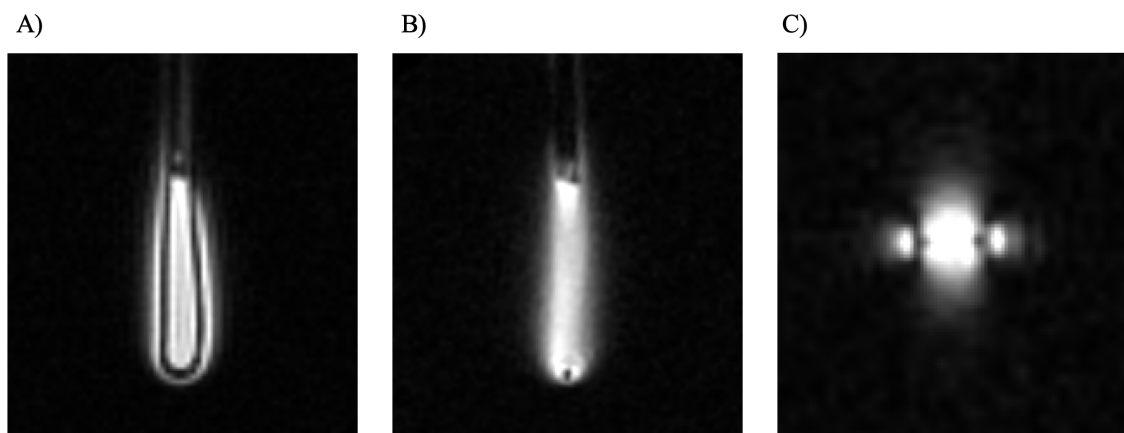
Coupes sagittale (A), axiale (B) et coronale (C) des images IRM ZTE acquises avec la micro-antenne « loop » ayant une largeur de 700 μm .
